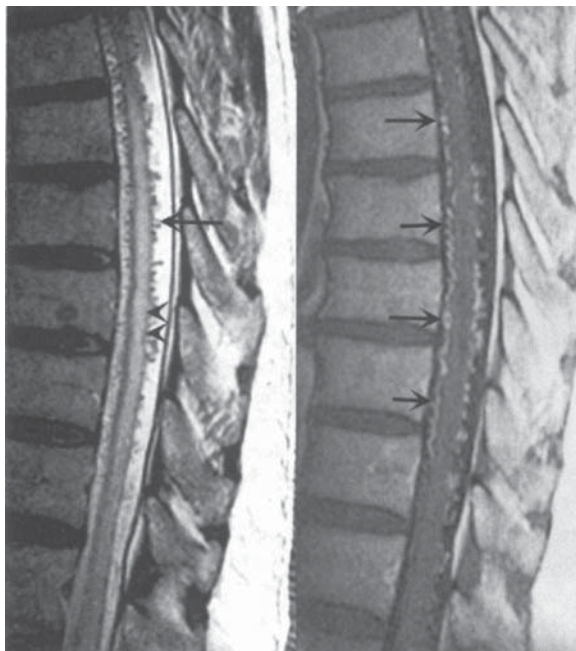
Malformație arteriovenoasă. Examen RMN sagital al măduvei toracale: tehnica pe gol T₂ ghidată ecografic (*stânga*) și imagine T₁ post-contrast (*dreapta*). Pe imaginea T₂-ponderată (*stânga*) intensitatea anormal de înaltă a semnalului este notată în zona centrală a măduvei spinării (*vârf de săgeată*). Numeroase puncte fără flux crestează măduva dorsală și ventrală (*săgeată*). Acestea reprezintă plexuri venoase anormal de dilatate de către o fistulă arteriovenoasă durală. După administrarea de contrast (*dreapta*) sunt vizualizate multiple vene mărite, serpinginoase (*săgeți*) la nivelul măduvei toracice anterioare și posterioare, diagnostice pentru fistula arteriovenoasă. Acest pacient era un bărbat de 54 de ani cu un istoric de parapareză progresivă de 4 ani.
